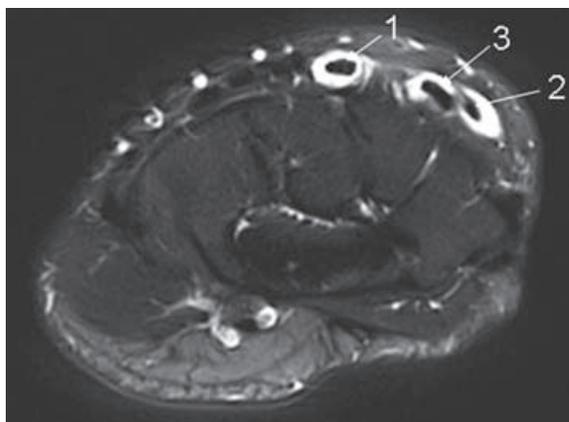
Syndrome du croisement distal. Coupe IRM axiale T2 avec saturation de la graisse. Epanchement péri-tendineux du long extenseur du pouce (2), du court extenseur radial du carpe (1) et du long extenseur radial du carpe (3).
